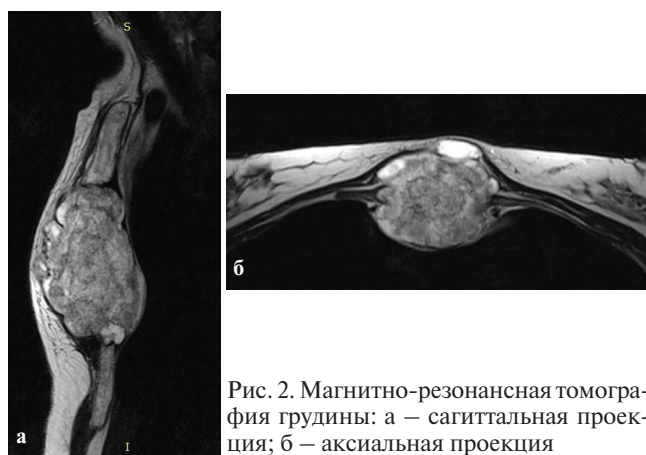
Магнитно-резонансная томография грудины: а — сагиттальная проекция; б — аксиальная проекция
